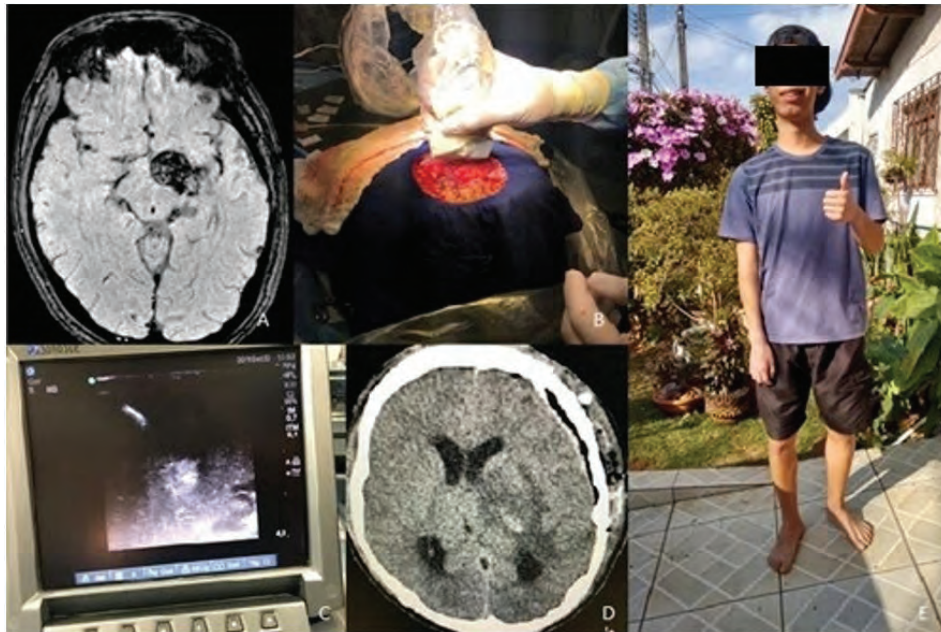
A. Cavernoma hipotalâmico em paciente de 19 anos de idade, abrindo o quadro com crises galásticas. B e C. Uso de ultrassom intraoperatório para localização de cavernoma profundo. D. Tomografia computadorizada de crânio de controle pós-operatório. E. Paciente em follow-up de 4 meses com déficit neurológico focal residual, porém com retorno de suas atividades.
